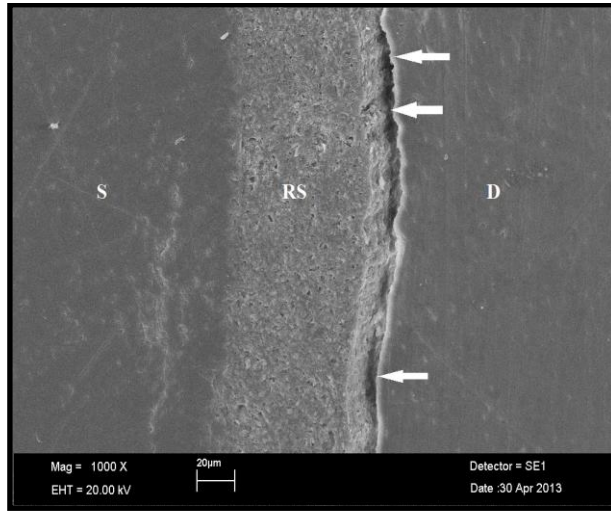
RelyX U200-Ultrason grubunun rezin siman-dentin ara yüzünün SEM görüntüsü ( x 1000 büyütme). Yer yer rezin siman ile dentinin birbirinden ayrıldığı görülmektedir. Bununla birlikte rezin siman tabakasında hava kabarcıkları izlenmektedir. (RS: Rezin siman, D: Dentin, H: Hava kabarcığı)
